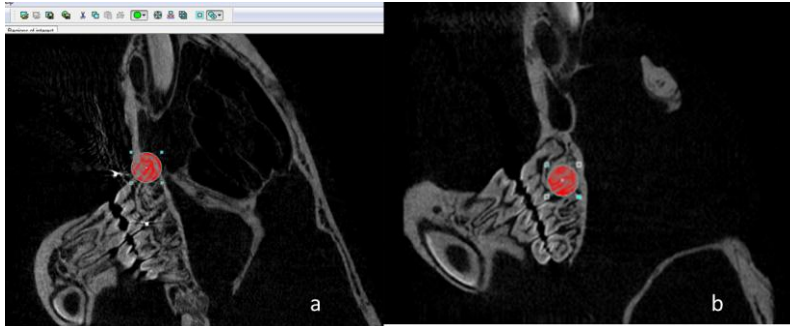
circle of 60 x 60 pixels including the mesial (a) and distal (b) region of the left maxillary first molar of a reconstructed micro CT image.
